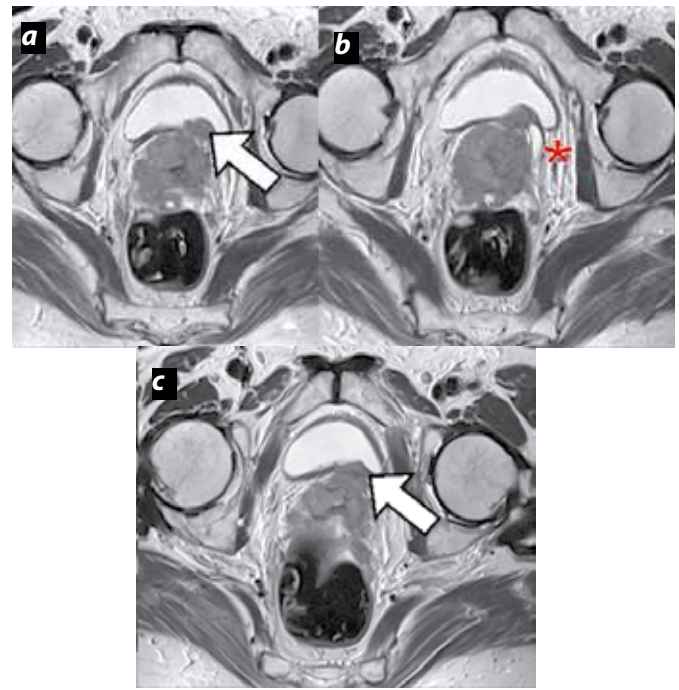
CCU, estadio IV. (a), (b) y (c) RM de alta resolución en cortes axiales que muestran una lesión con compromiso parametrial difuso, con extensión a la pared posterior vesical (flecha) e hidronefrosis (asterisco).
